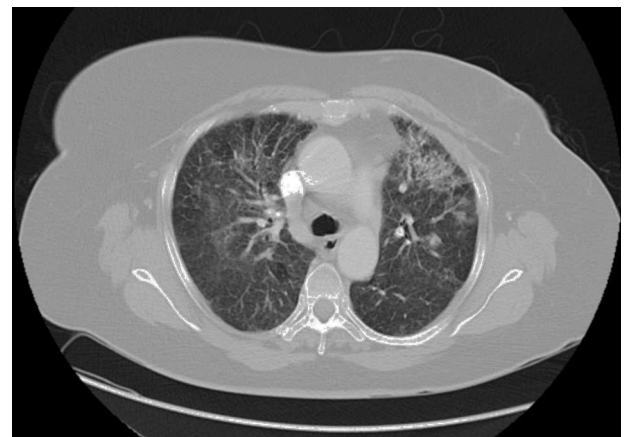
Tomograf a computarizada pulmonar que muestra opacidades alveolares bilaterales compatibles con neumonitis.
